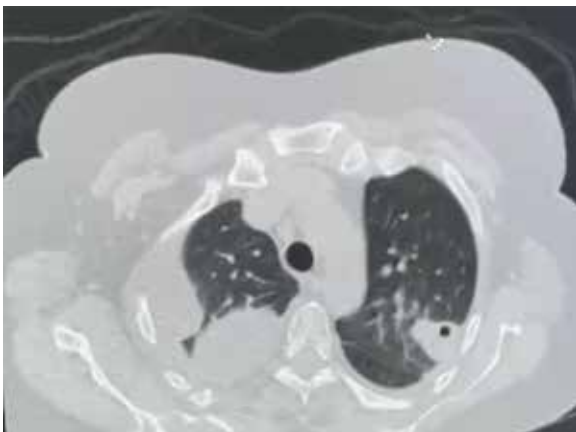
Tomografía computarizada de tórax que demuestra lesiones pulmonares cavitadas y empiema multiloculado.
